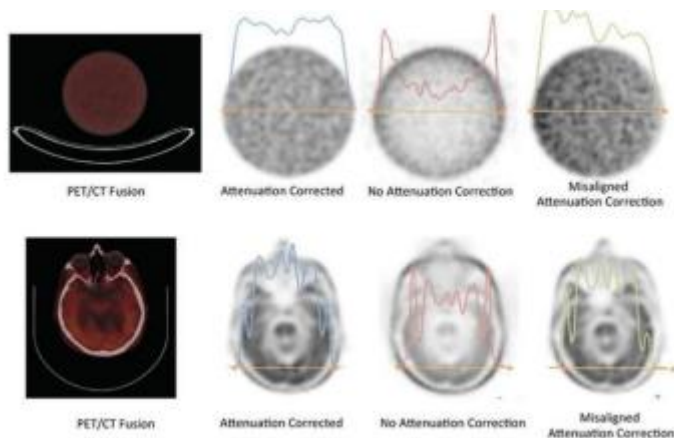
Cel mai important tip de corecție în PET este corecția de atenuare (AC). Aceste exemple, de fantom cilindric și o scanare a creierului folosind profile de activitate de-a lungul liniei punctate portocalii, arată că ignorarea AC produce distorsiuni inacceptabile ale semnalului, în timp ce o aliniere incorectă între datele CT și PET, de asemenea, degradează semnificativ mijloacele de cuantificare (produce o deplasare de 8 mm în acest caz). În plus față de efectele alinierii incorecte, implanturile metalice sau alte dispozitive intervenționale pot afecta cuantificarea captării traserului PET. Aceste artefacte PET se datorează în primul rând artefactelor de reconstrucție ale CT. Artefactele PET vor fi extinse în zonele adiacente implanturilor, datorită faptului că la nivelul componentei CT aceste zone apar cu densități supraestimate. Relevanța acestor artefacte diferă în funcție de poziția lor și, prin urmare, este întotdeauna recomandată citirea imaginilor hibride sau revizuirea datelor corectate fără atenuare.
